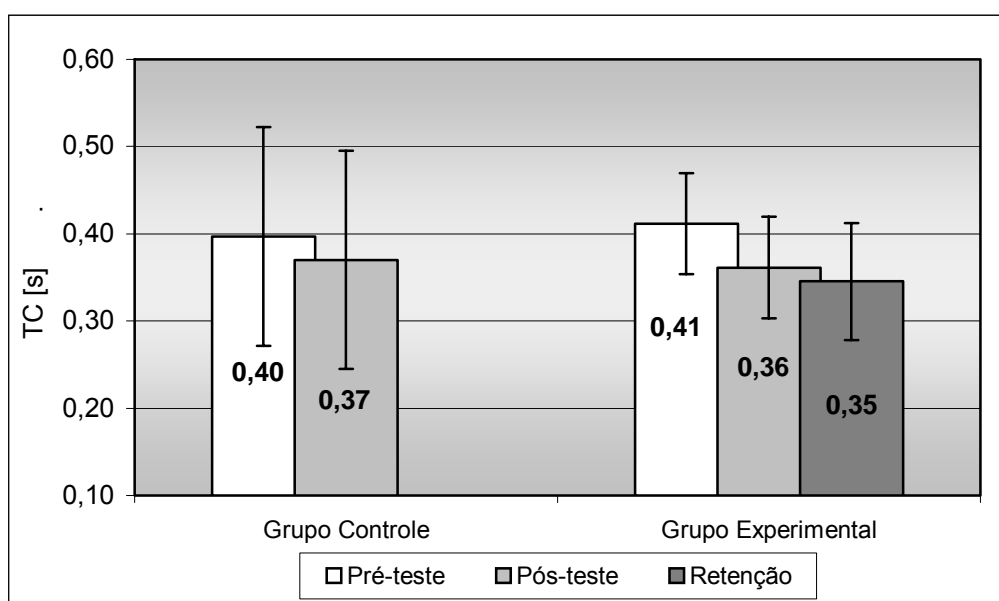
TC para os grupos controle e experimental.
